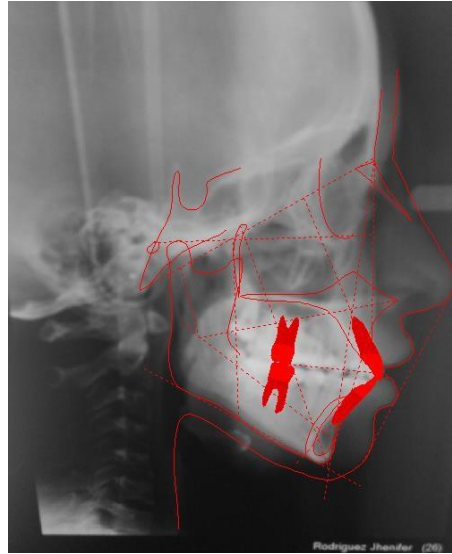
Análisis de Ricketts de la radiografía Cefalométrica final
